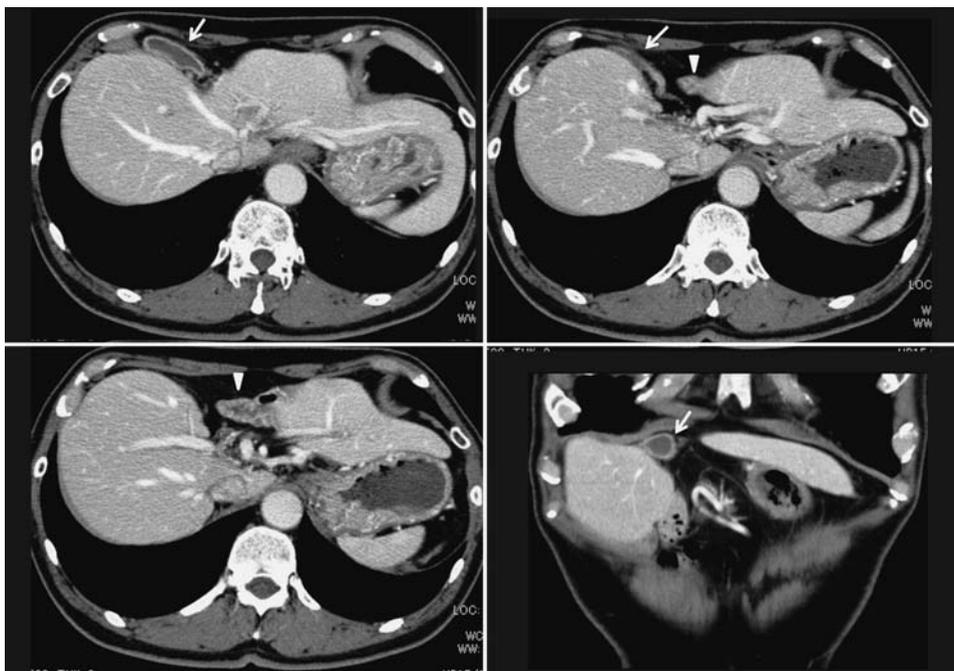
Abdominal CT scans revealed a lack of liver parenchyma to the left of the gallbladder (arrows) fossa with high positioning of the duodenum bulb (arrowheads).
